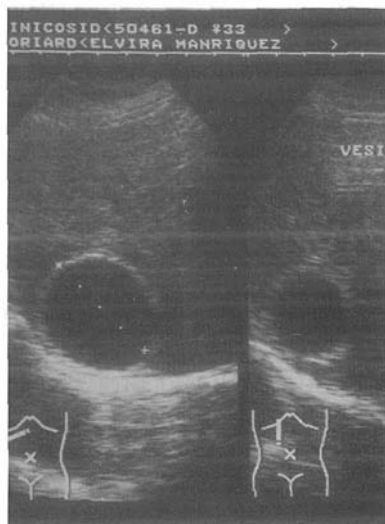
Ultrasonido de hígado y vías biliares. Se aprecia imagen quística de 42mm de diámetro en lóbulo hepático derecho con reforzamiento de su pared.
